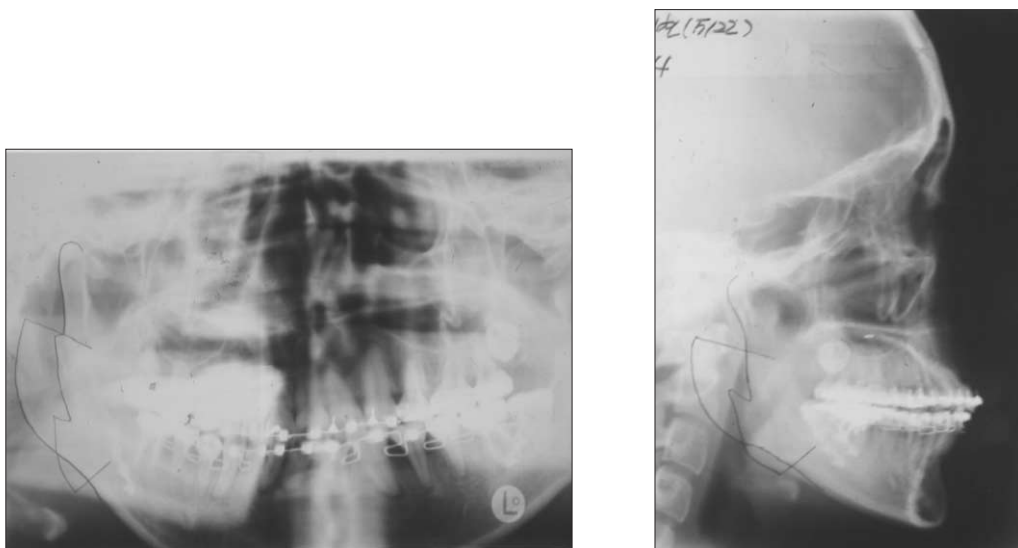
A prominent bony spicule about 1 cm diametered on right ascending ramus area on the dental panoramic radiograph and lateral cephalogram.
